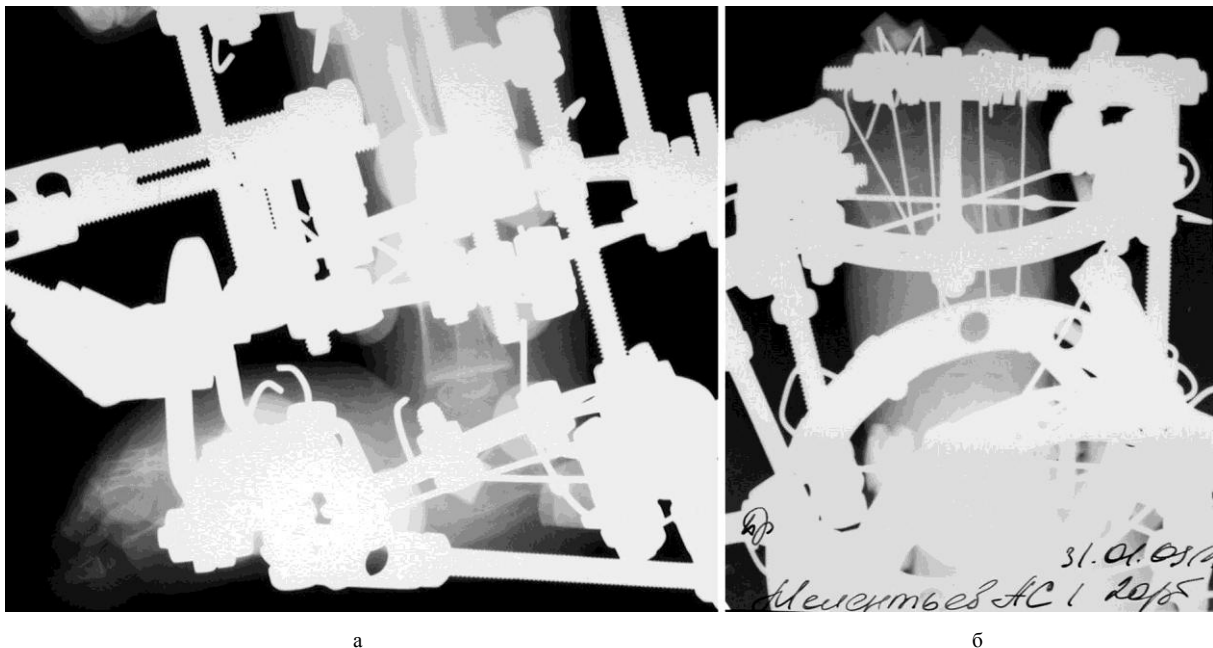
Устройство для лечения косолапости у детей дошкольного возраста: а) рентгенограмма в боковой проекции; б) рентгенограмма переднего отдела стопы в прямой проекции
